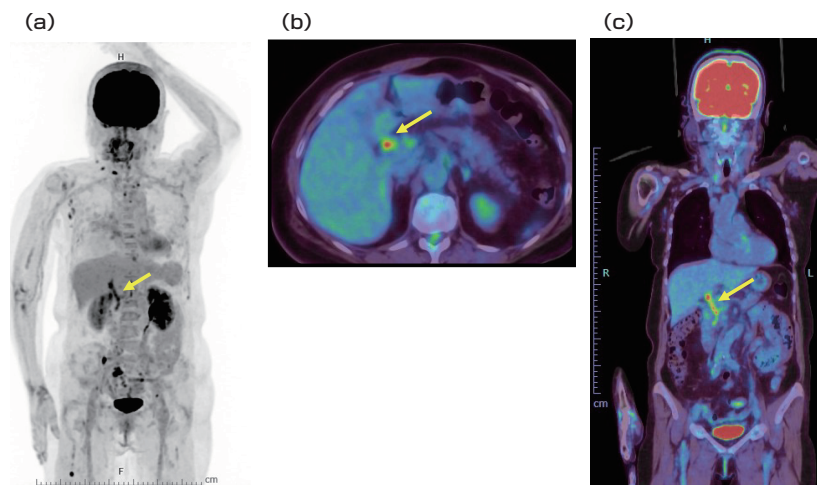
^{18}F -FDG PET CT(a:MIP画像, b:fusion画像水平断, c:fusion画像冠状断)
